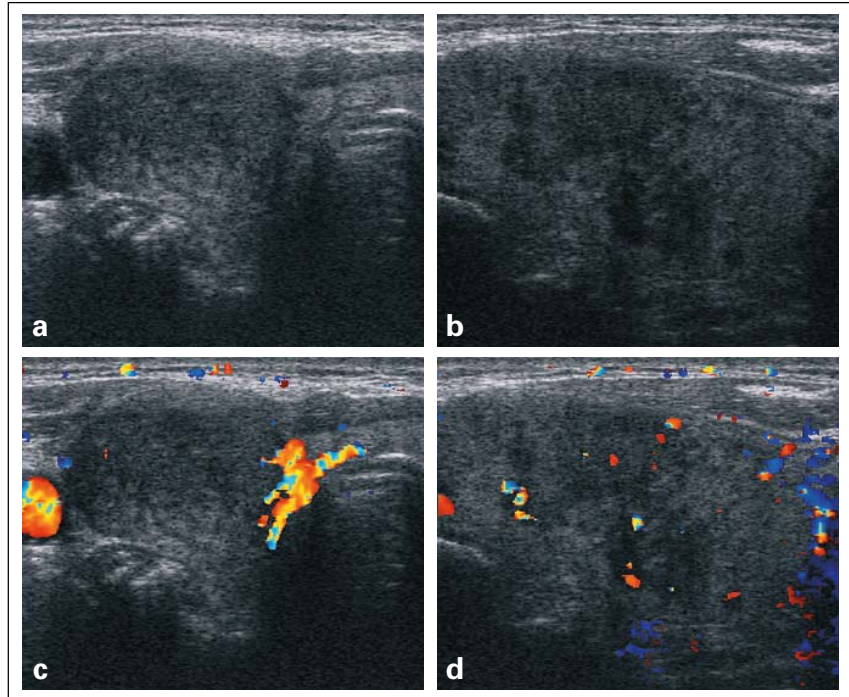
Anderer Patient, anderes Ultraschallgerät: Auch hier sowohl im Querschnitt (6a) und im Längsschnitt (6b) des rechten Lappens konfluierende echoarme Areale inmitten von regelrechtem Schilddrüsenparenchym. 6c, d: Dopplersonografisch keine gesteigerte Durchblutung (c-Querschnitt und d-Längsschnitt).
